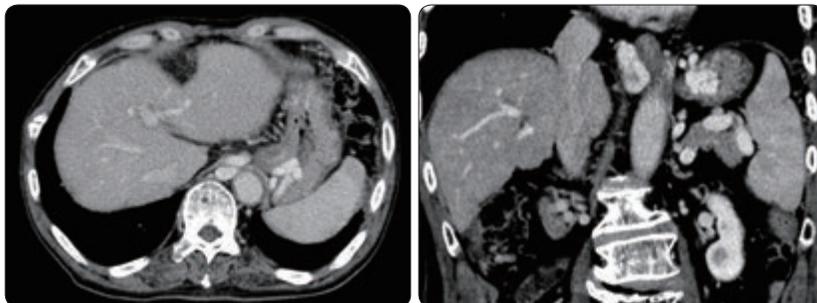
入院時のCT。胃噴門部後壁に胃静脈瘤を認めた。
